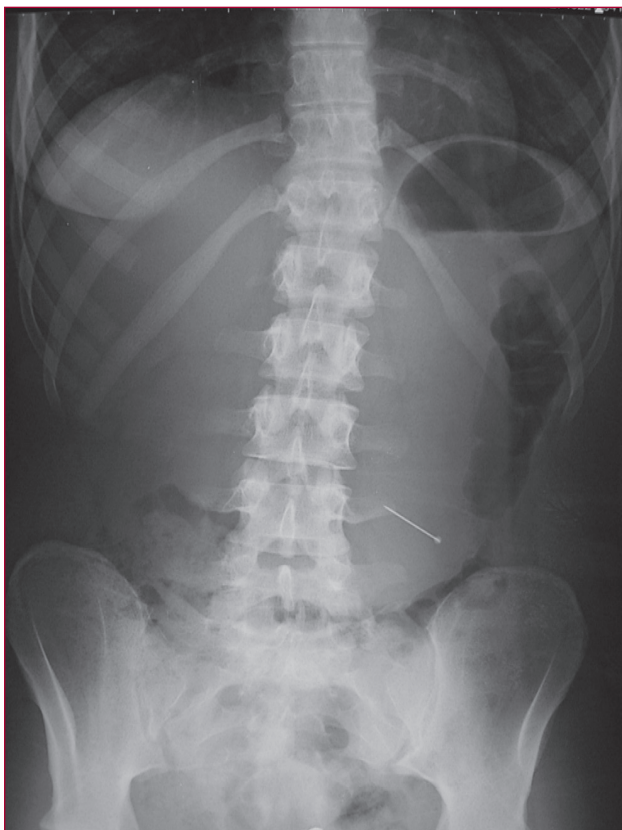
Radiographie de face montrant une épingle de couturière ingérée de façon accidentelle (chez cette patiente adulte, le corps étranger a franchi rapidement le pylore et une extraction endoscopique n'était plus possible ; sous un régime riche en fibres alimentaires l'épingle a été évacuée spontanément dans les selles sans signe clinique ou complication).
